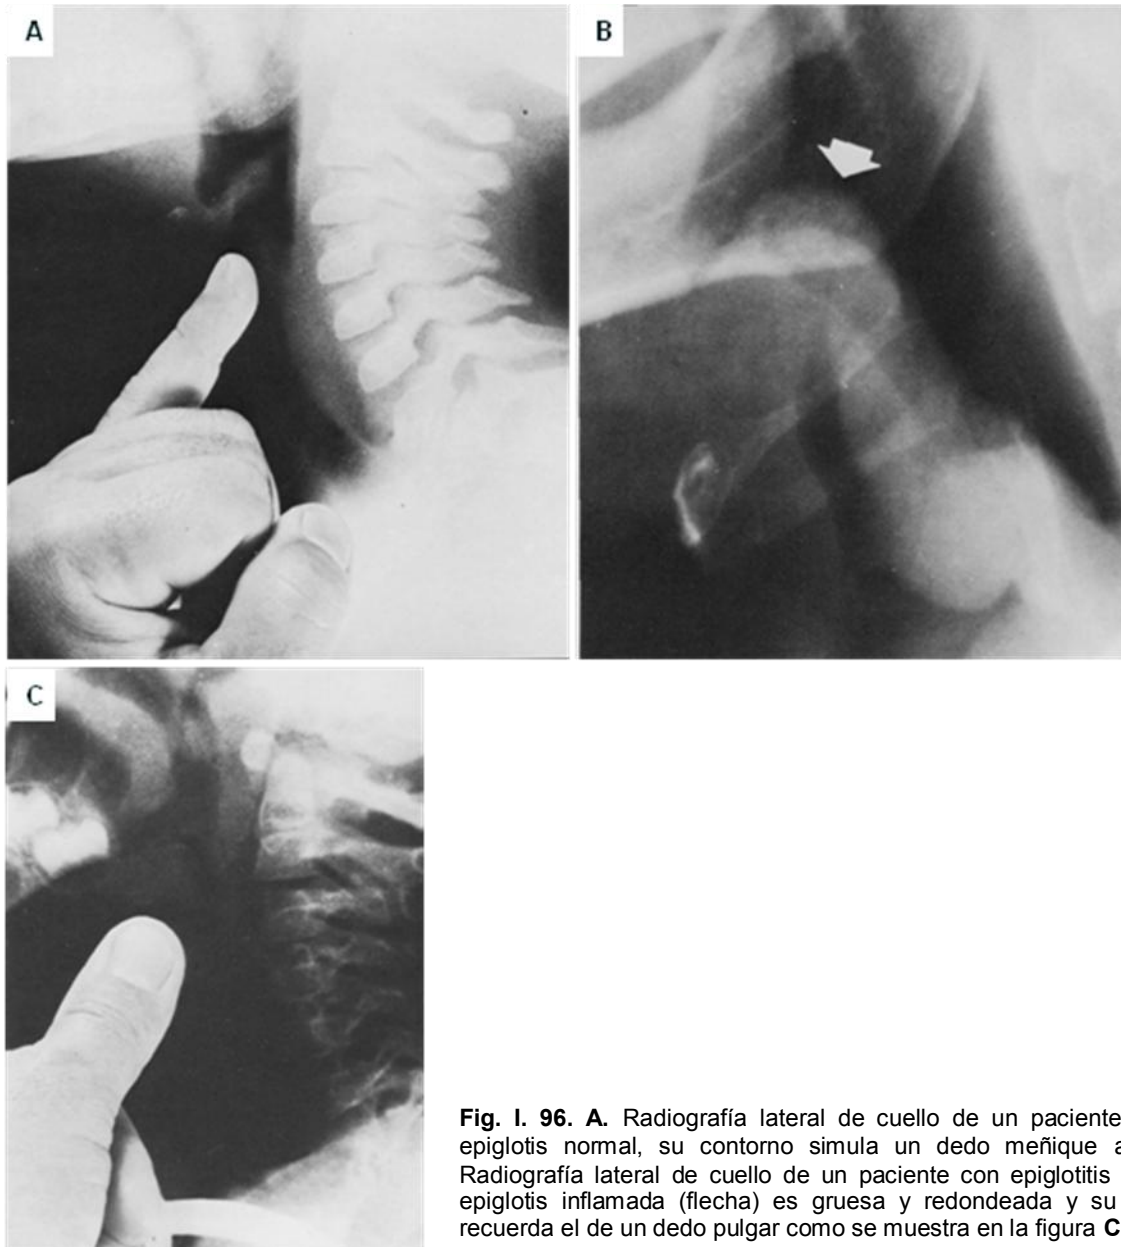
96. A. Radiografía lateral de cuello de un paciente con una epiglotis normal, su contorno simula un dedo meñique adulto. B. Radiografía lateral de cuello de un paciente con epiglotitis aguda, la epiglotis inflamada (flecha) es gruesa y redondeada y su contorno recuerda el de un dedo pulgar como se muestra en la figura C.
